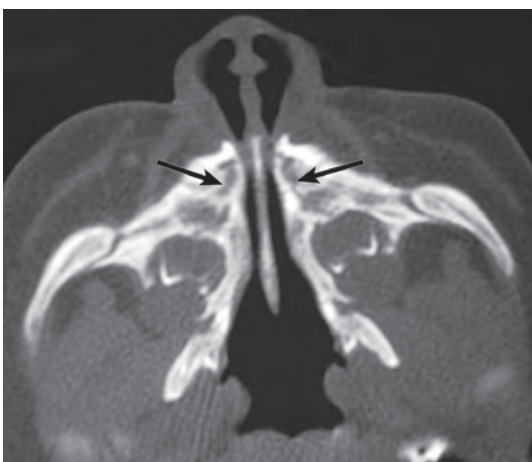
Новорожденный мальчик 1 мес. На аксиальной КТ виден врожденный стеноз грушевидного отверстия (стрелки).
